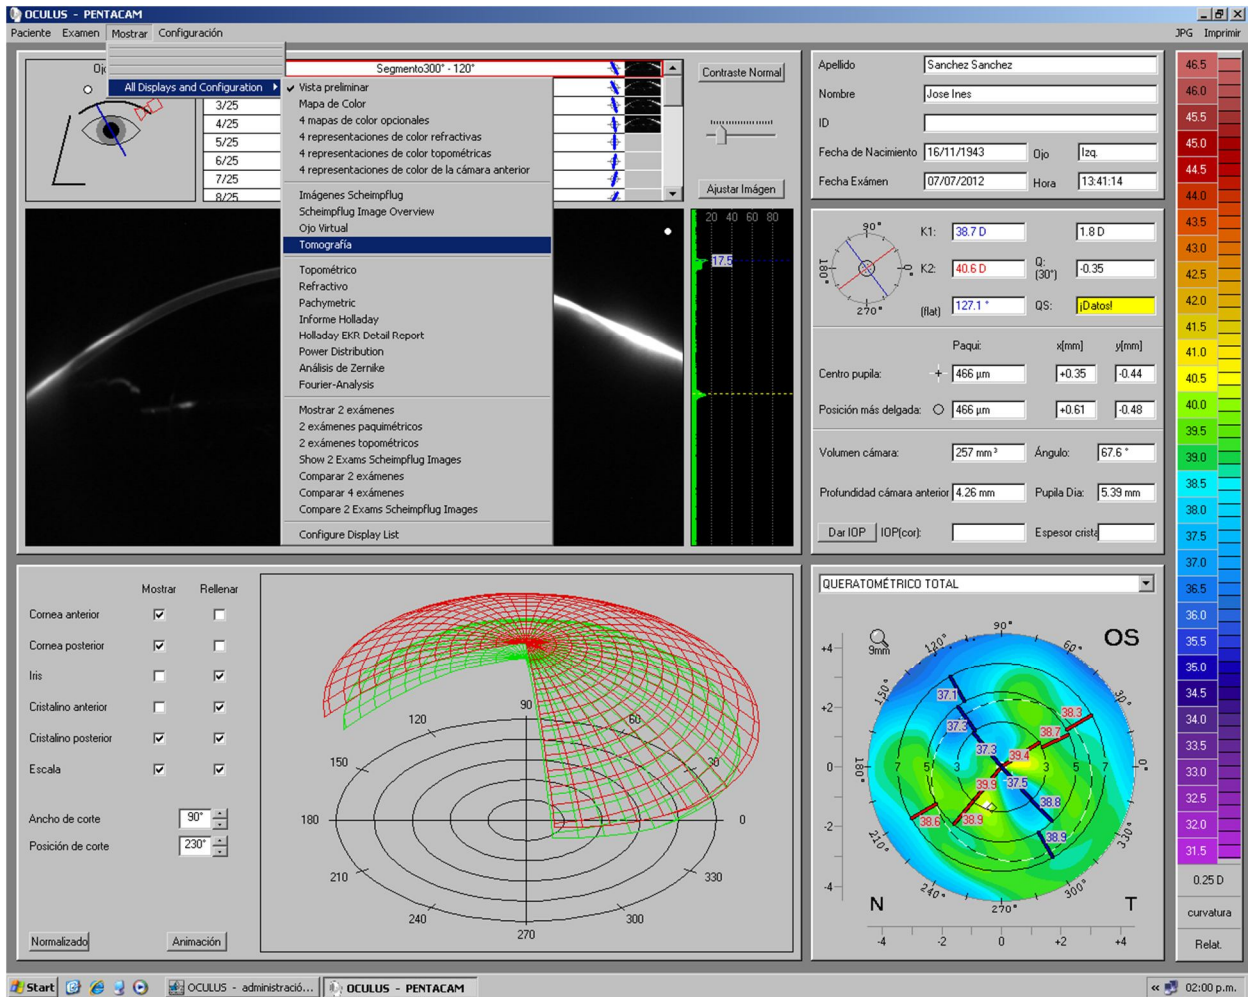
Opciones requeridas para obtener la imagen en tomografía del segmento anterior.
